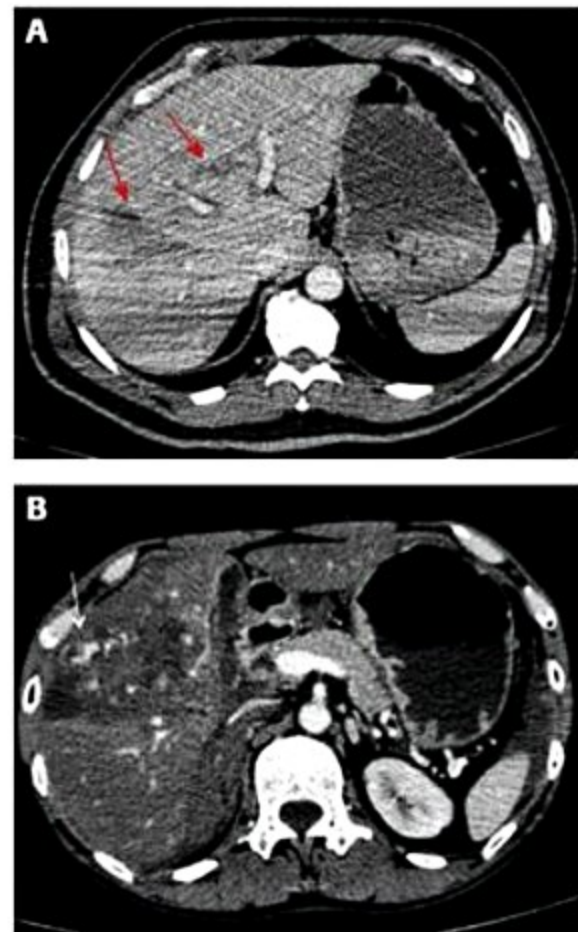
A: TC de abdome evidenciando lacerações hepáticas no lobo direito e esquerdo. Condição passível de tratamento conservador. B: Imagem de TC de abdome mostrando grande lesão hepática no lobo direito com área de sangramento ativo, denotado pela área de extravasamento do meio de contraste. Tal lesão pode ser tratada com tratamento endovascular com embolização.
